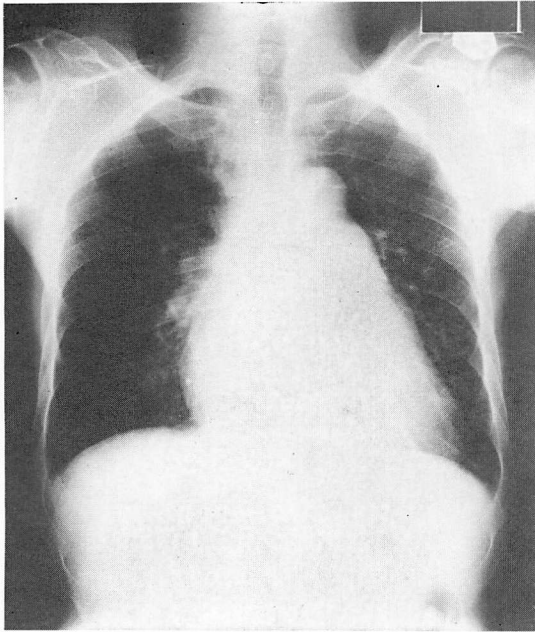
Chest X-ray in Case 3 (CTR 59%).
